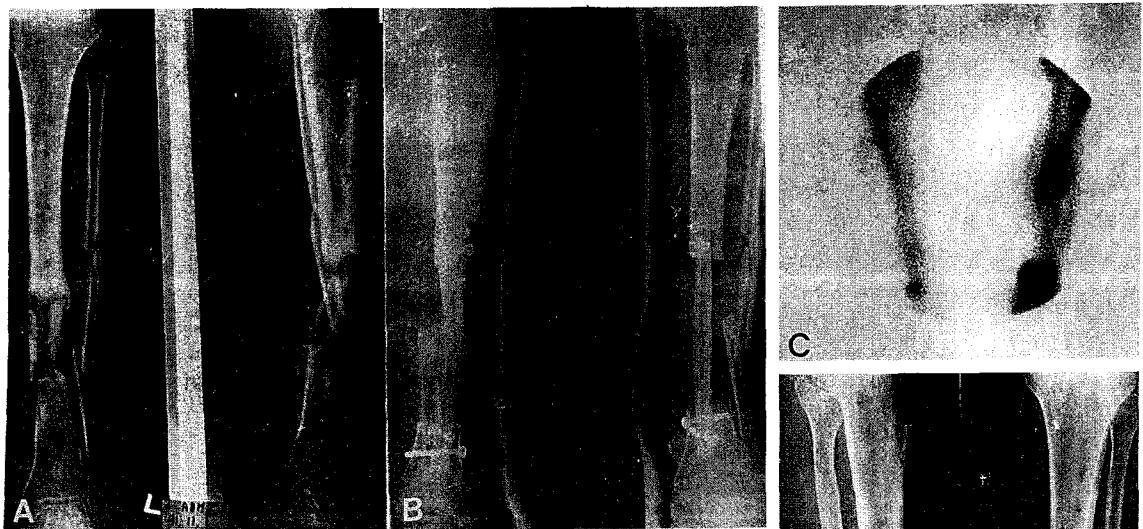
The preoperative X-ray findings show comminuted infected fracture of the tibia.
